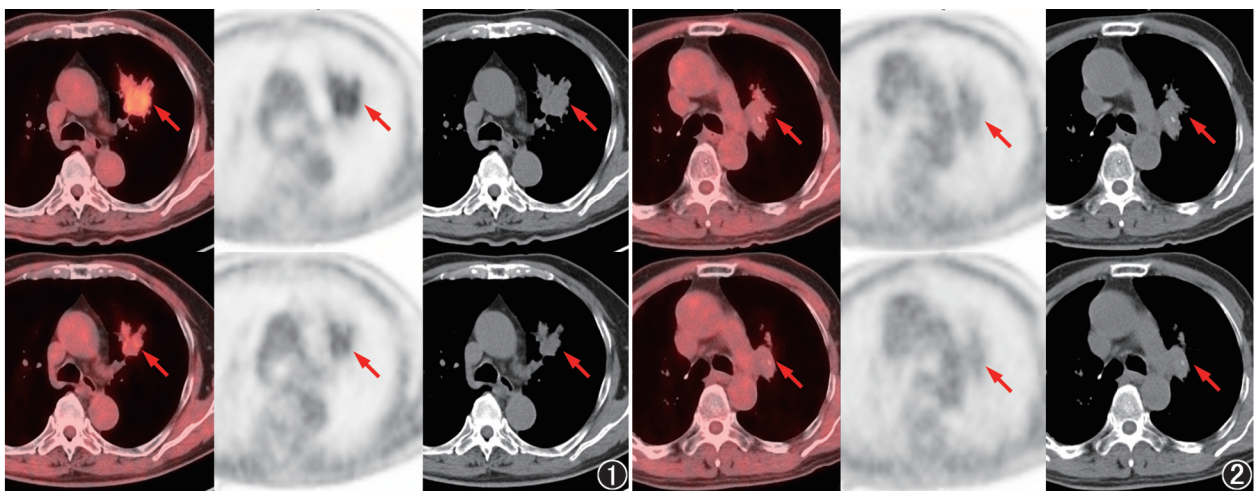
乏氧患者[男,73 岁,左肺鳞状细胞癌(简称鳞癌)]重离子放疗(72.6 GyE/22 Fx;GyE 为光子等效生物剂量,Fx 为分割次数)前后¹⁸F-氟硝基咪唑(FMISO)PET/CT 显像图(上排为治疗前,下排为治疗后;箭头示病灶)。放疗前¹⁸F-FMISO PET/CT 显像示左肺上叶不规则软组织密度肿块伴¹⁸F-FMISO 摄取增高,肿瘤体积(TV)为 20.95 cm^3 ,肿瘤/本底比值(TBR)为 2.25;放疗后¹⁸F-FMISO PET/CT 显像示左肺上叶病灶明显缩小,乏氧程度明显下降,TV 为 6.91 cm^3 ,TBR 为 1.42 图 2 非乏氧患者(男,74 岁,左肺鳞癌)重离子放疗(79.2 GyE/22 Fx)前后¹⁸F-FMISO PET/CT 显像图(上排为治疗前,下排为治疗后;箭头示病灶)。放疗前¹⁸F-FMISO PET/CT 显像示左肺上叶不规则软组织密度影伴¹⁸F-FMISO 摄取轻度增高,TV 为 22.72 cm^3 ,TBR 为 1.18;放疗后¹⁸F-FMISO PET/CT 显像示左肺上叶病灶缩小,乏氧程度轻度下降,TV 为 11.36 cm^3 ,TBR 为 1.13
